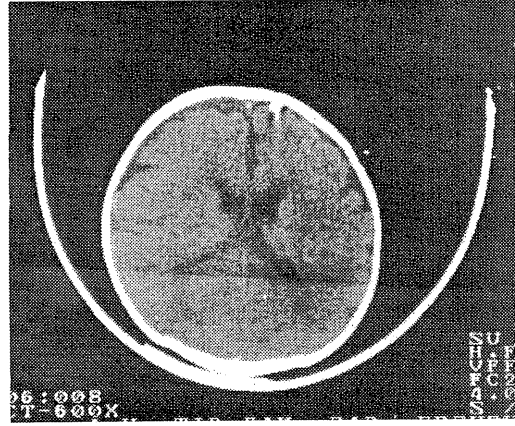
Aynı Olgunun 3 Ay Sonraki Kontrol BT Görünümü.
